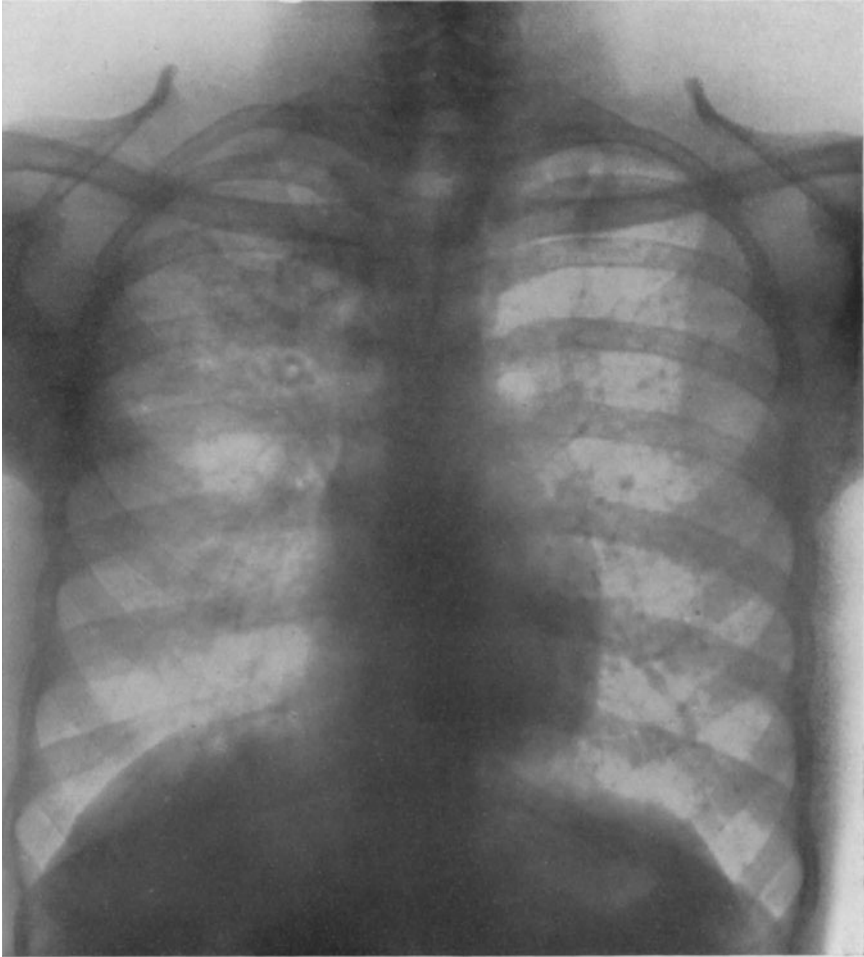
Tuberkulose beider Lungen mit überwiegender Erkrankung rechts, wo ursprünglich knotige Herde konfluieren. Kaverne rechts oben. Nahe dem Mittelschatten rechts eine kleine Aufhellung, begrenzt von einem schattentiefen Ring; ein orthoröntgenograd getroffener Bronchus mit verdichteter Wand. Im unteren Teil des rechten Lungenfeldes strangförmige Verdichtungen, vom Hilus ausgehend. Im linken Lungenfeld zahlreiche disseminierte schattentiefe Herde bei klinisch linksseitig fast fehlenden Erscheinungen. Die Herde erwiesen sich später autoptisch mindestens teilweise als alte Kalk- und fibröse Herde. Beide Zwerchfellhälften in inneren Teilen adhärent.
